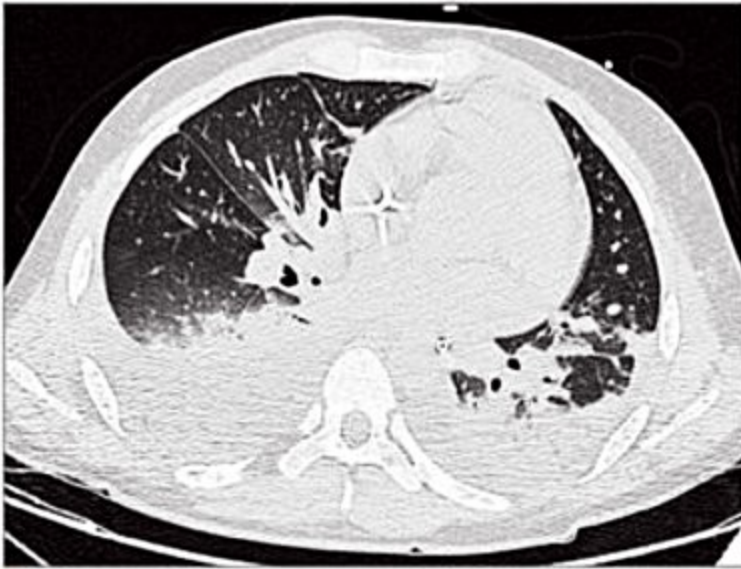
Tomografia computadorizada do tórax de paciente com síndrome do desconforto respiratório agudo mostrando a heterogeneidade do acometimento pulmonar: a área de colapso está restrita à região dorsal, gravidade-dependente. A região apical está normalmente aerada e, em alguns casos, até hiperdistendida.
